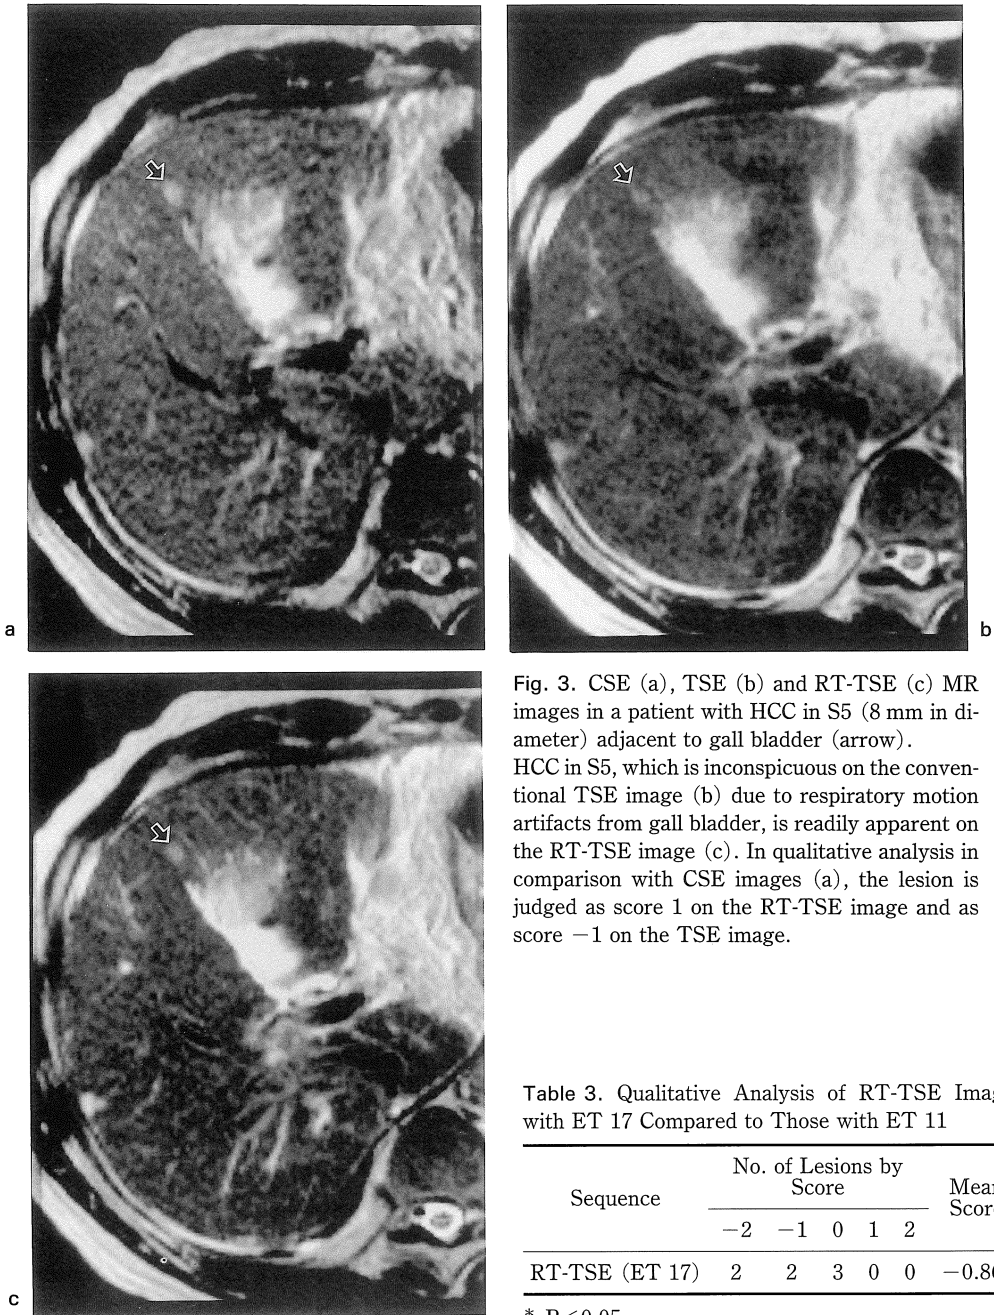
CSE (a), TSE (b) and RT-TSE (c) MR images in a patient with HCC in S5 (8 mm in diameter) adjacent to gall bladder (arrow). HCC in S5, which is inconspicuous on the conventional TSE image (b) due to respiratory motion artifacts from gall bladder, is readily apparent on the RT-TSE image (c). In qualitative analysis in comparison with CSE images (a), the lesion is judged as score 1 on the RT-TSE image and as score -1 on the TSE image.
